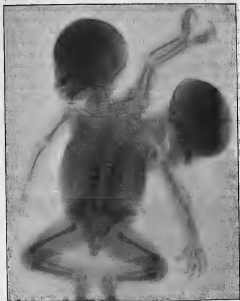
Radiographie du fœtus dérodyme.
